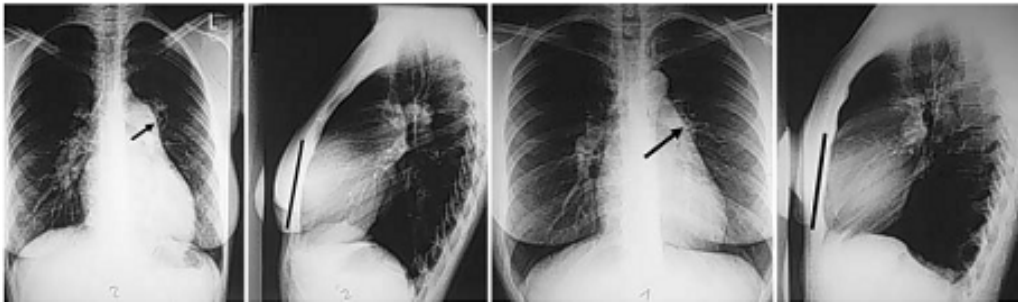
Röntgenthorax von Olschewski et al. (2007)
